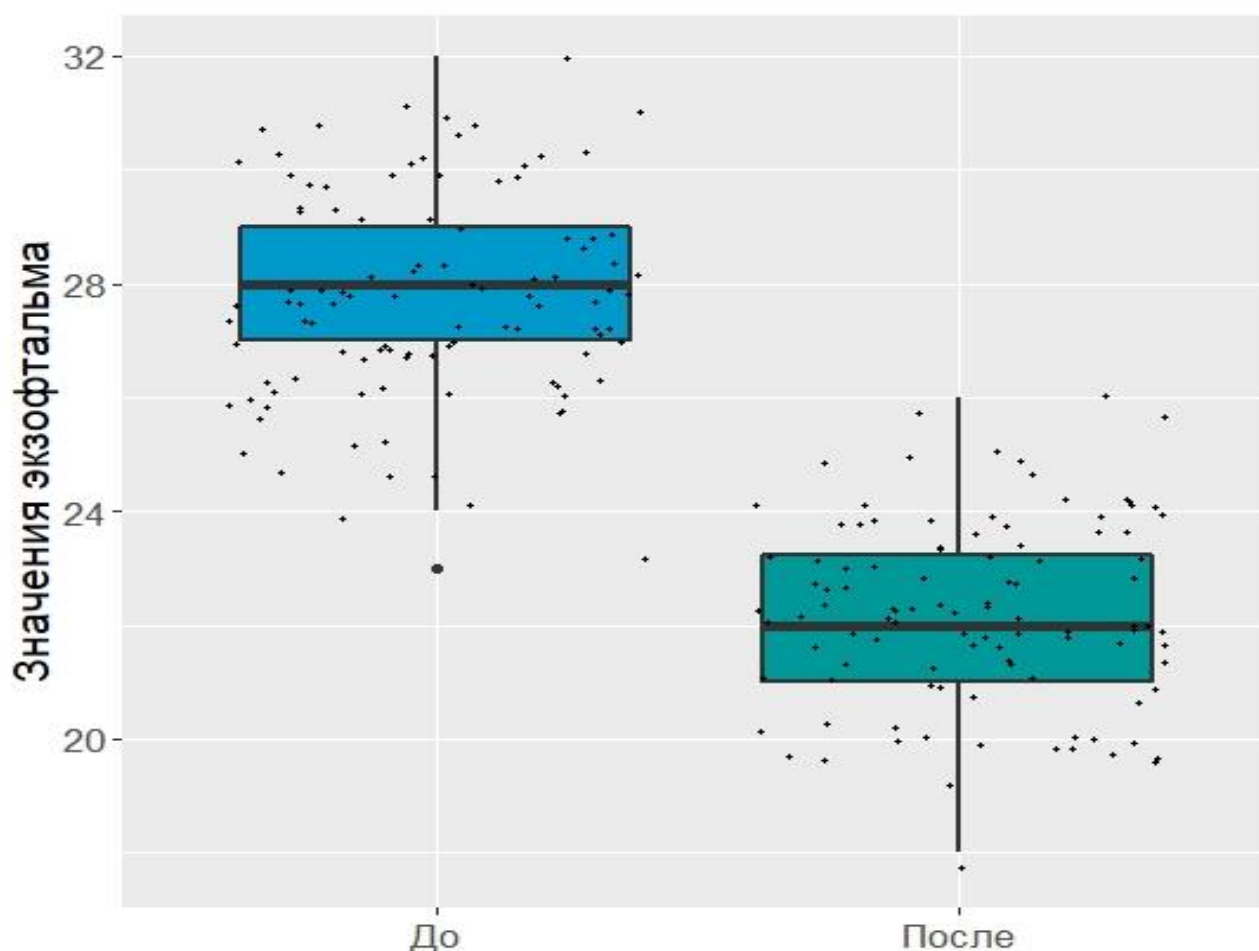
Динамика изменения экзофтальма по данным МСКТ у пациентов II группы
